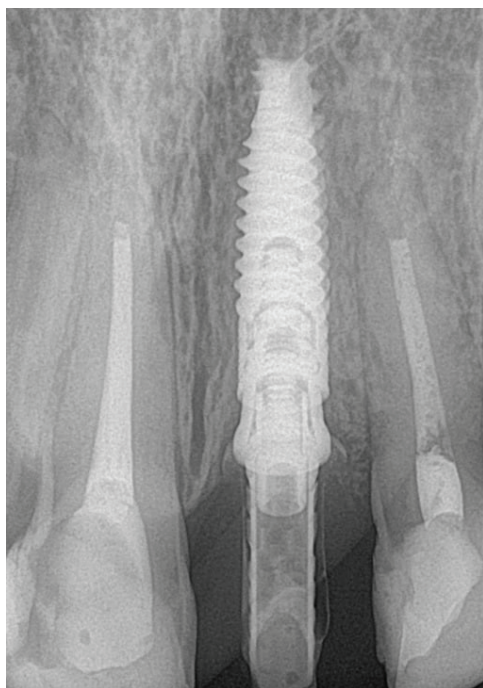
Контрольная рентгенограмма через 6 месяцев после имплантации
